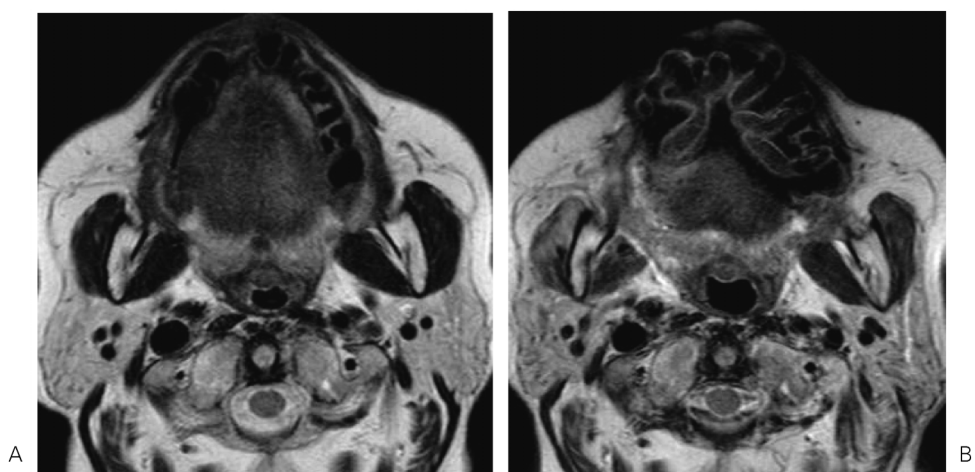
Axial T2-weighted FSE image obtained at 1.5T MRI (A) and 3T MRI (B). Metal artifact is more prominent in B than in A.
